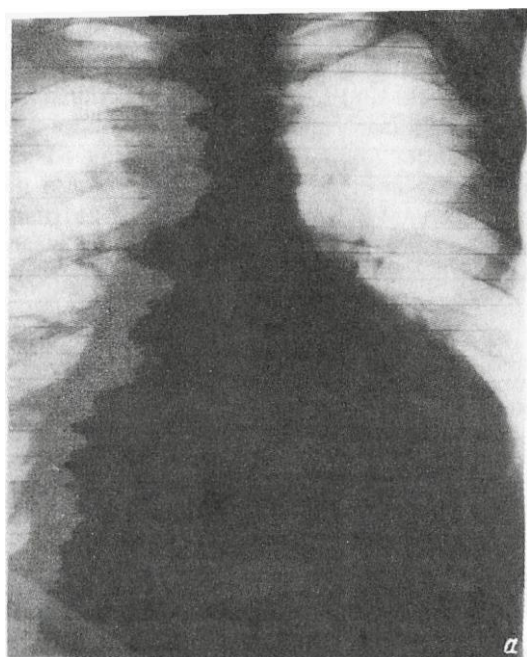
Рентгенограммы грудной клетки больных (а — больной К., 38 лет; б — больной Н., 26 лет) с острым выпотным перикардитом.
